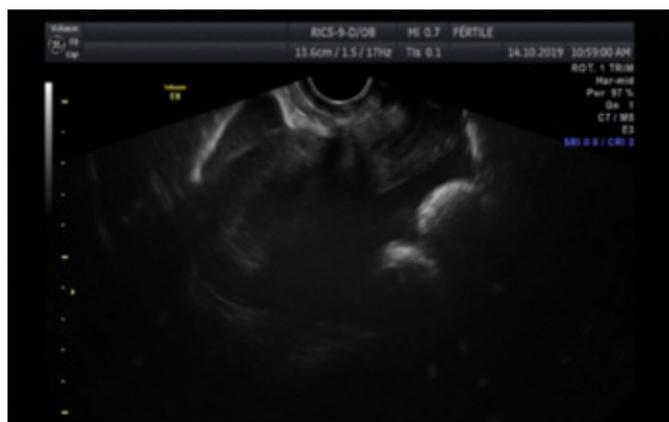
Ultrassonografia obstétrica demonstrando presença de líquido livre na cavidade abdominal
